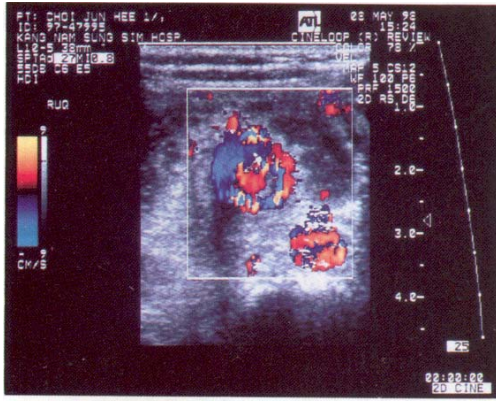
Color doppler sonogram shows "whirl-pool" sign.
